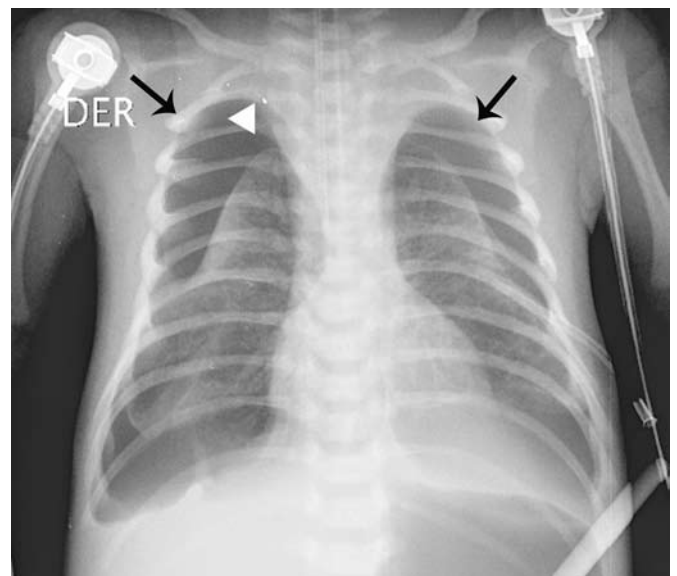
Radiografía de tórax portátil en la cual se observa cámara de neumotórax bilateral (flechas y cabeza de flecha).
